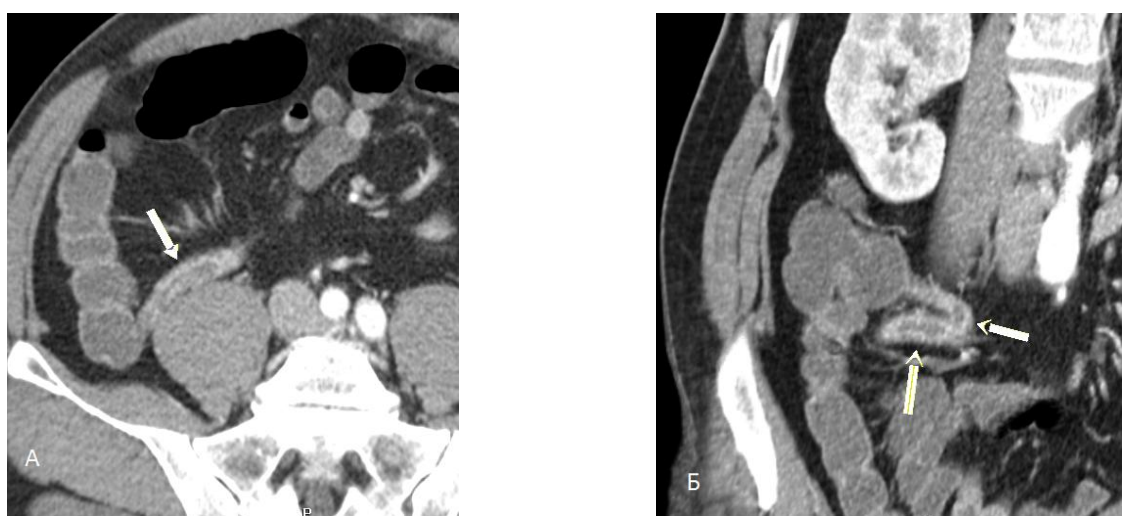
КТ органов брюшной полости при остром аппендиците. Стрелками указан воспаленный червеобразный отросток. (А,Б - Аппендикс утолщен, слизистая утолщена и копит контраст, тяжистость окружающей клетчатки).*
